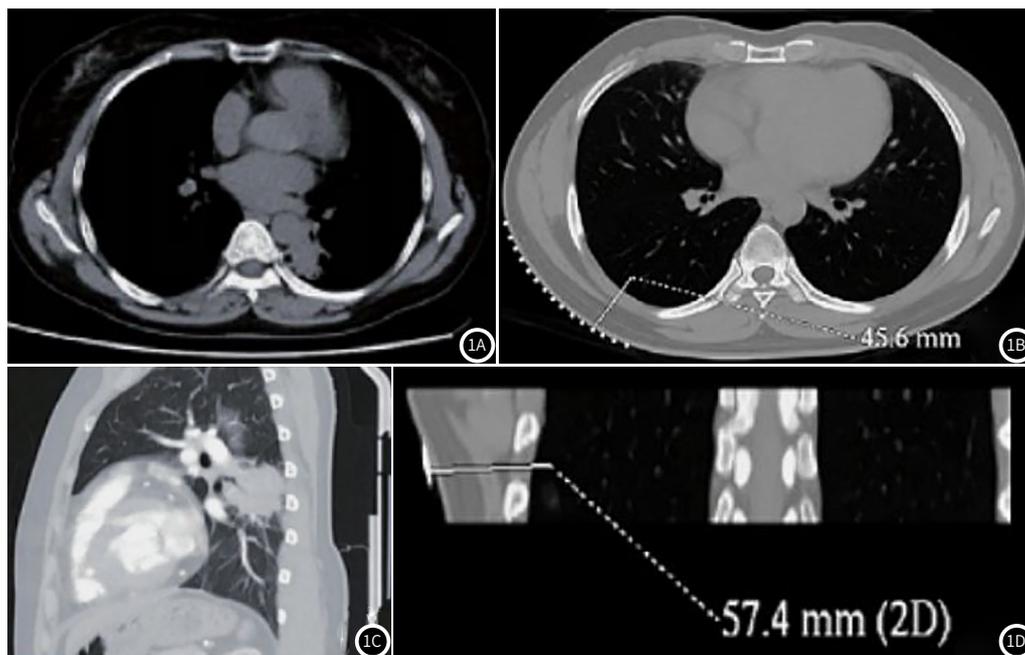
典型病例CT影像图。1A 为常规CT平扫纵隔窗；1B 为常规轴位图(制定穿刺计划方案)；1C 为MPR图像；1D 为MPR斜冠状位图(模拟进针角度、方向)。
